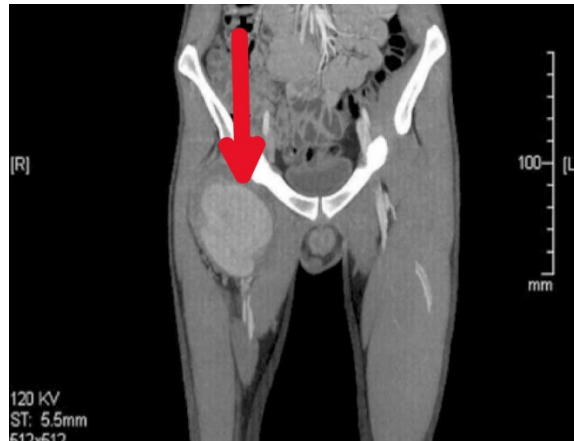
CT che mostra pseudoaneurisma nell'arteria femorale superficiale.
